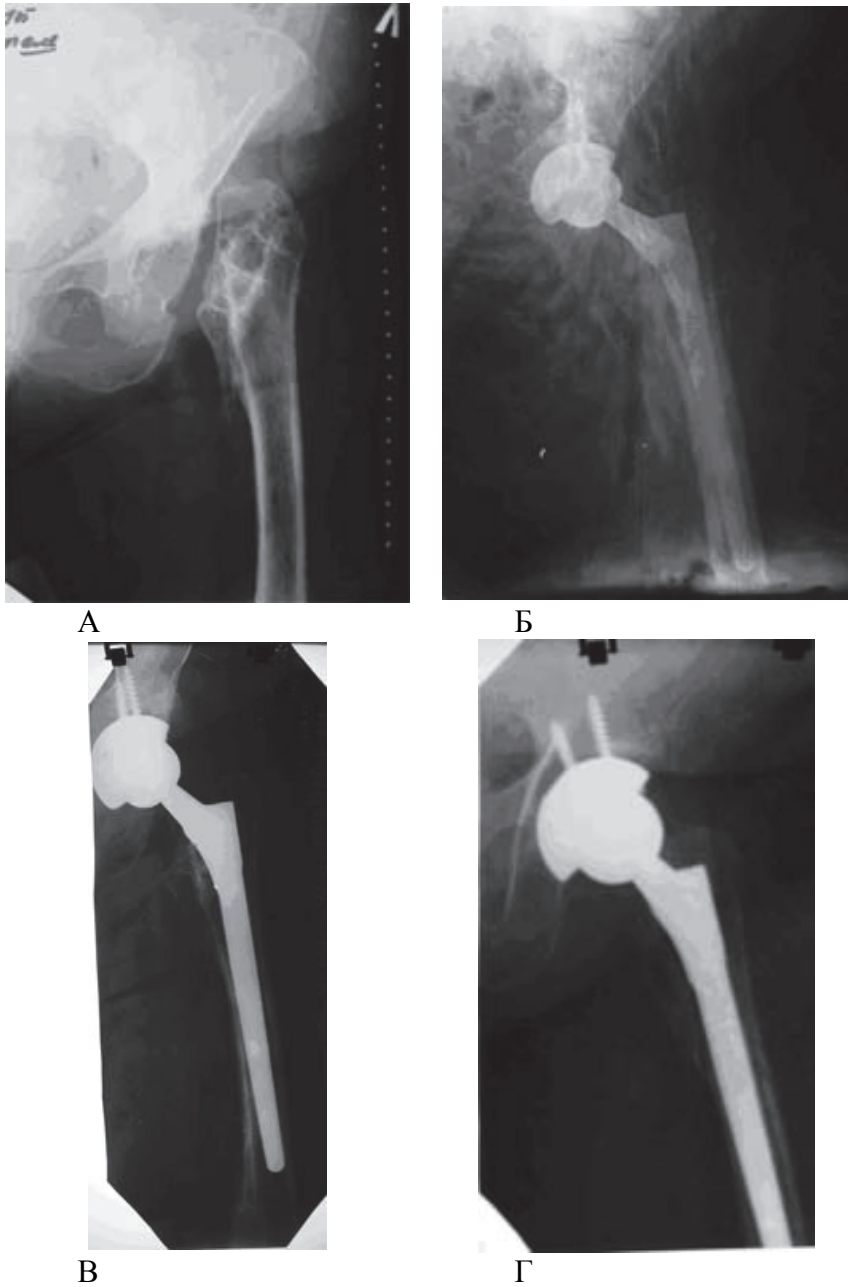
Фотоотпечатки рентгенограмм больной Т., 67 лет: дефект проксимального отдела бедренной кости как исход септического артрита тазобедренного сустава, развившегося после металлоостеосинтеза чрезвертельного перелома левой бедренной кости, результат по Harris – 24 балла (а); после эндопротезирования (б), через год после эндопротезирования (в, г).
